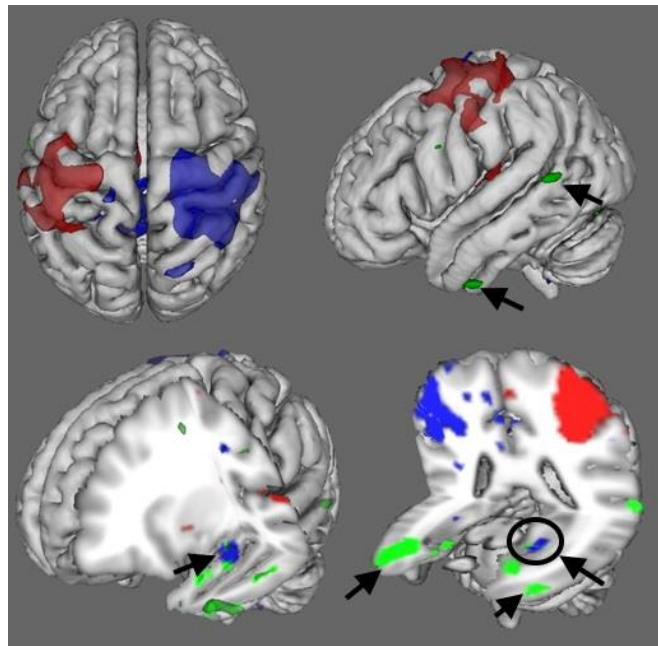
Результати аналізу функціональної магнітно-резонансної томографії. Червоний – зони активації, виявлені методом загального лінійного моделювання, синій – зони деактивації, зелений – зони функціональної зв'язаності ділянок головного мозку в стані спокою. Стрілками вказано функціональну зв'язаність зон скроневих часток – потенційно епілептогенну нейронну мережу. Колом обведена зона деактивації і підвищеної функціональної зв'язаності, яка відповідає морському конику лівої півкулі головного мозку
